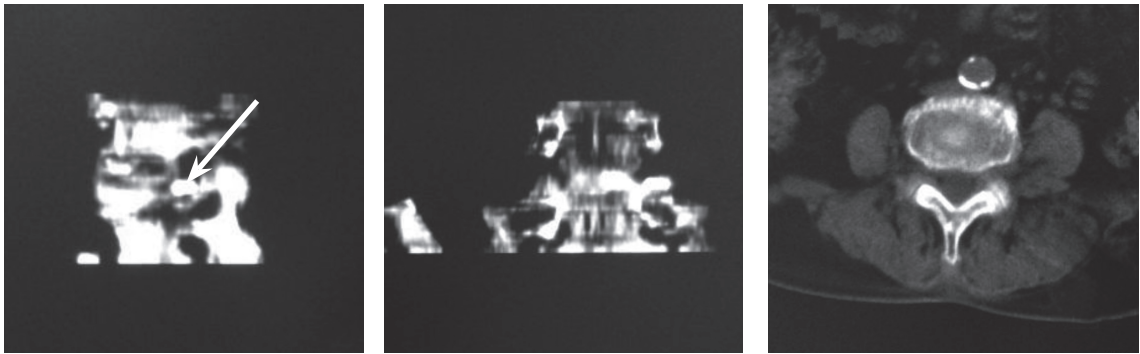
术中CT扫描图像及三维成像见椎间孔处突出物已清除干净
